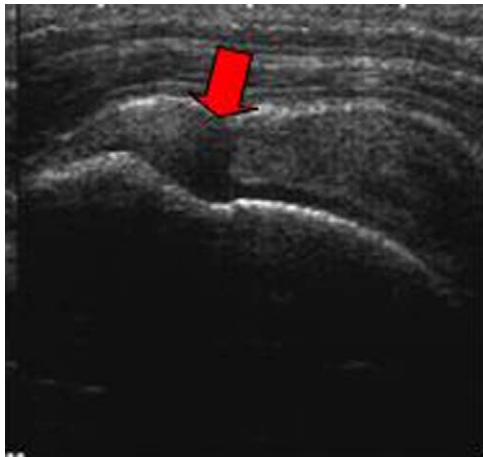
Ecografía: rotura tendinosa completa. La flecha muestra la solución de continuidad.
